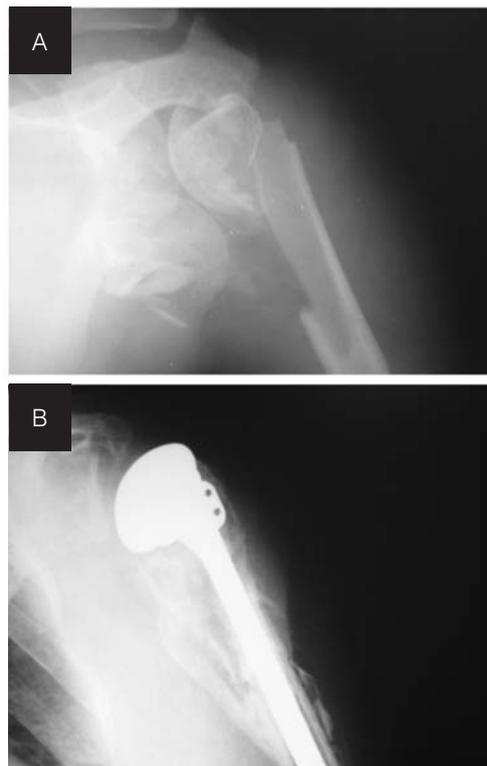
Fotografias das radiografias na incidência ântero – posterior do ombro do paciente nº 5. A= pré operatório, notar a partição da cabeça do úmero ("head split fracture"), cominuição metafisária proximal e a luxação da cabeça. B= 6 meses pós operatório.
